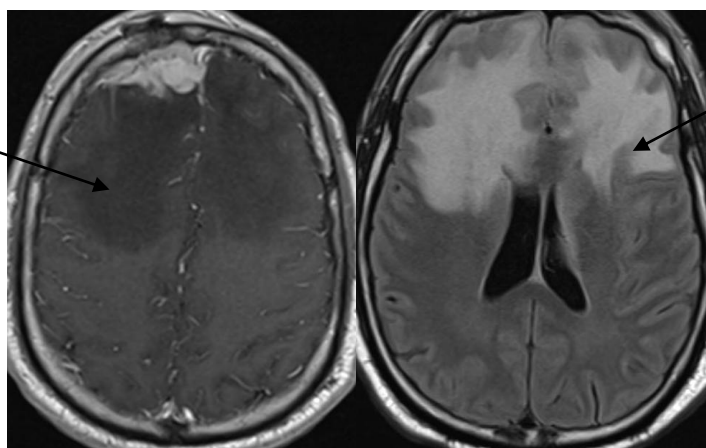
МРТ – картина туберкулезного менингита
